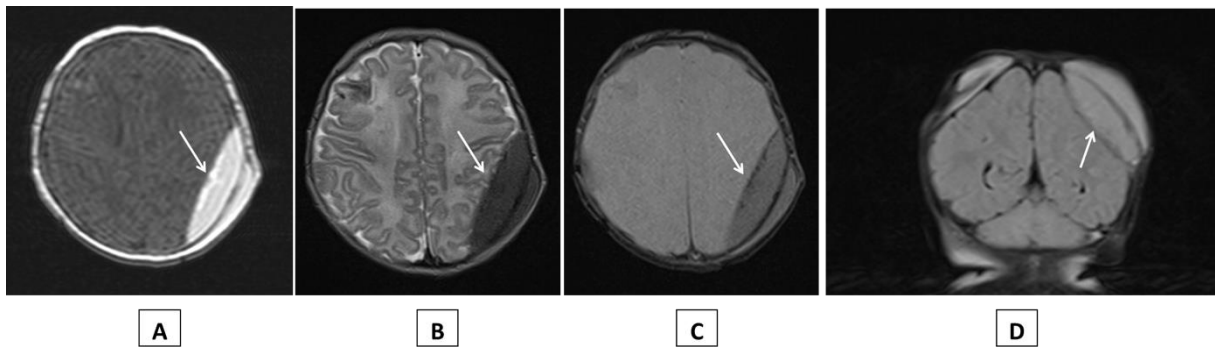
IRM d'un Hématome Extra-Dural (HED) aigu temporo-pariétal gauche.
